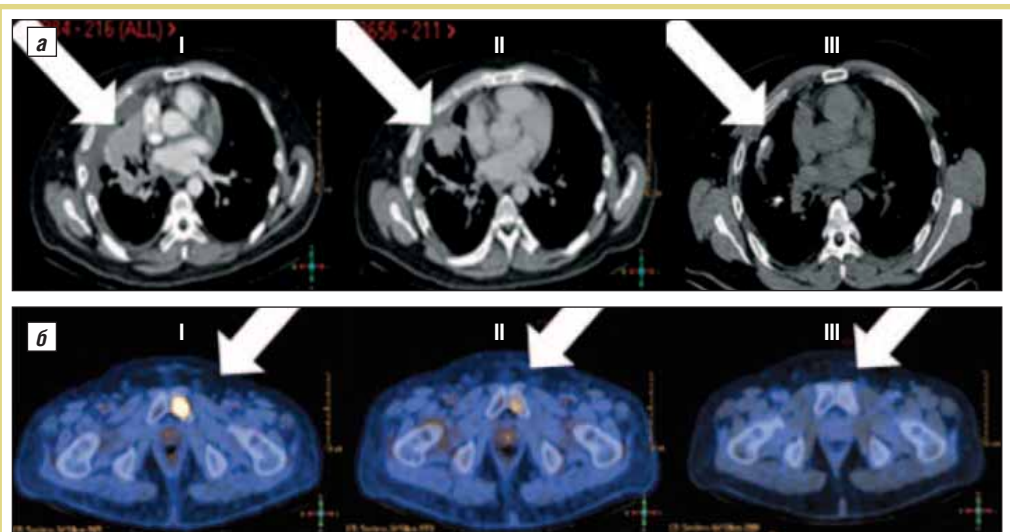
ПЭТ: а – томограммы грудной клетки, б – таза до начала терапии кризотинибом (I), через 4 нед (II) и спустя 4 мес (III)
